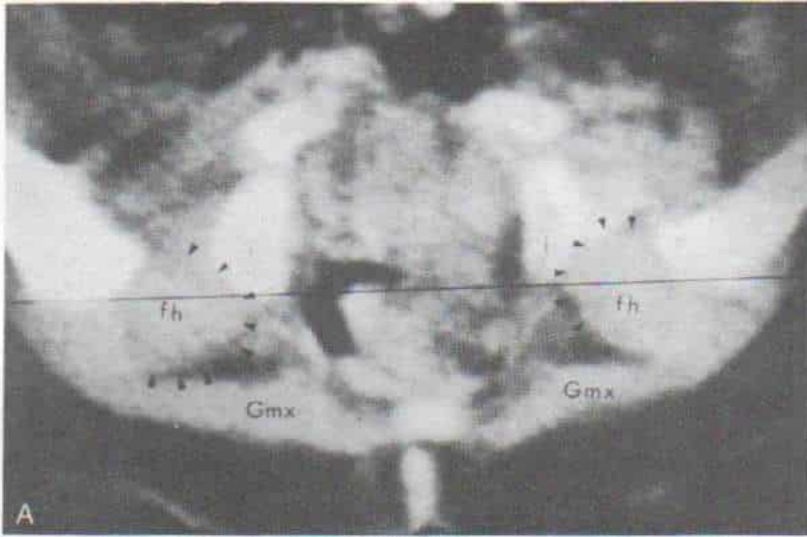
Tomografía computadorizada de ambas caderas para valorar la concentricidad de la reducción.
